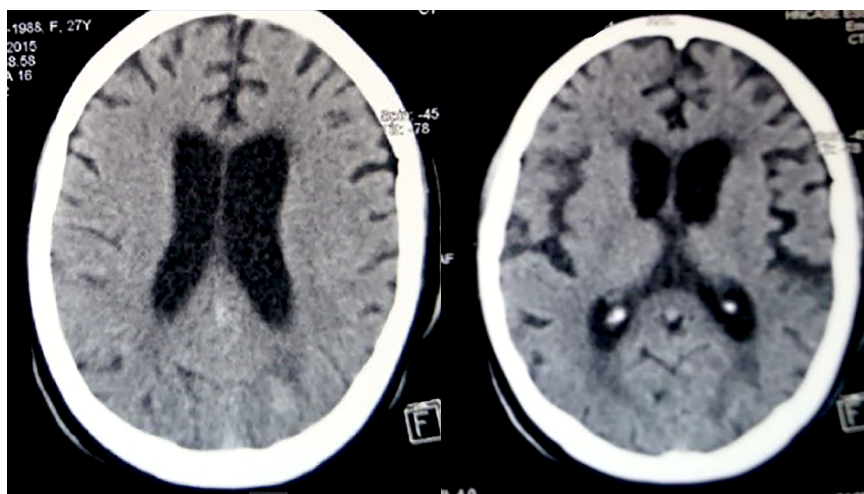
Tomografías realizadas al segundo mes de evolución de mujer gestante con encefalitis por rabia o encefalitis post-vacunal, con signos de atrofia cerebral rápidamente progresiva y lesión subcortical en vertex izquierdo de aspecto desmielinizante inespecífico.
